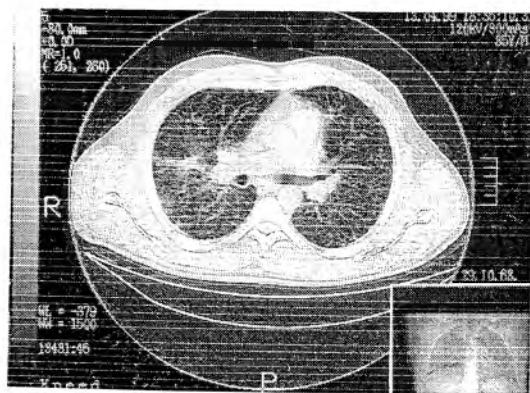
Рентгеновская компьютерная томограмма больного Д., 32 лет, спустя 2 года наблюдения. Проведено лечение системными и ингаляционными кортикостероидами. Достигнута регрессия процесса, которая была подтверждена улучшением параметров внешнего дыхания.
